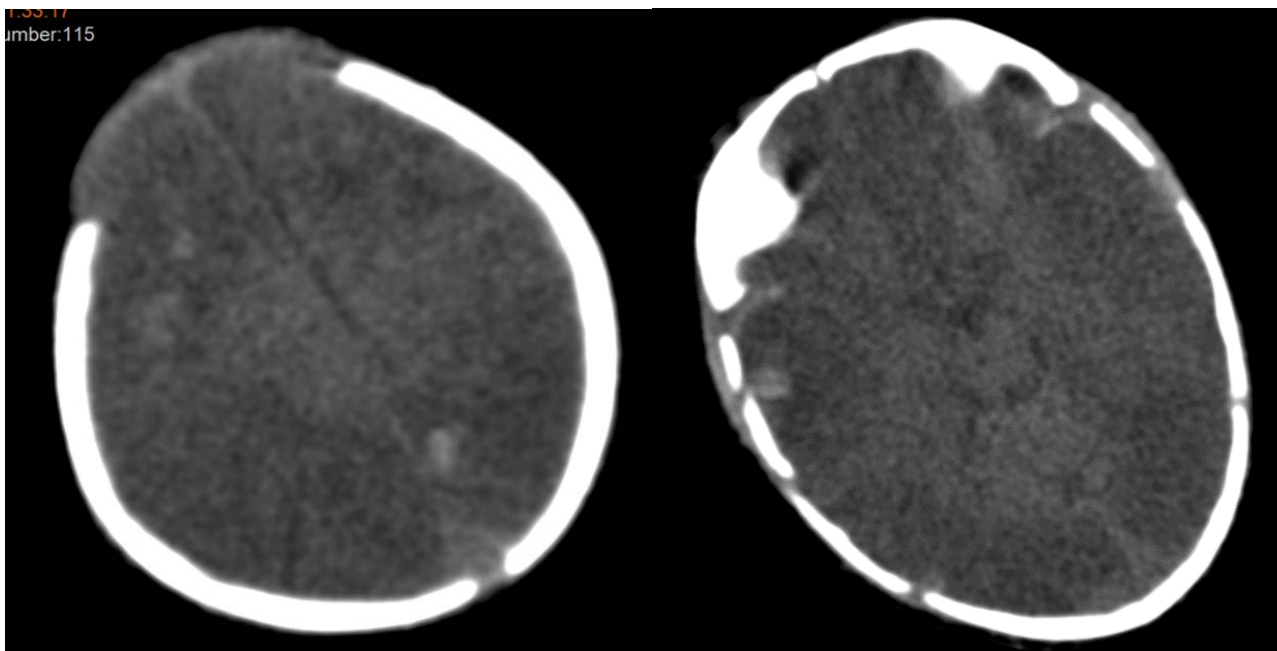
Coupes axiales de TDM cérébrale chez un patient de notre série, en faveur d'un œdème cérébral associé à une hémorragie méningée (mottes spontanément hyperdenses, effacement des sillons corticaux, dédifférenciation substance blanche - substance grise).
